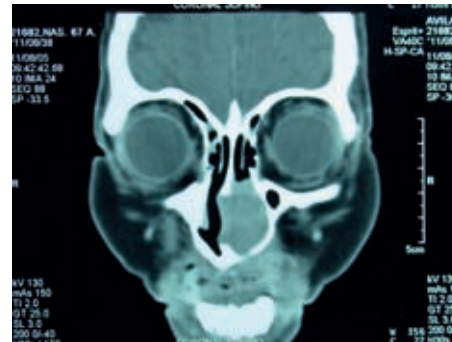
TC de cavidades perinasales, corte coronal. Se aprecia lesión expansiva en piso de fosa nasal izquierda, con fenómenos de remodelación ósea.
